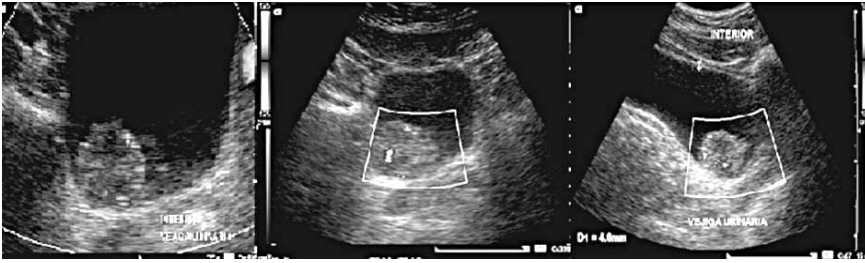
Doppler Color con vascularidad central y periférica.
